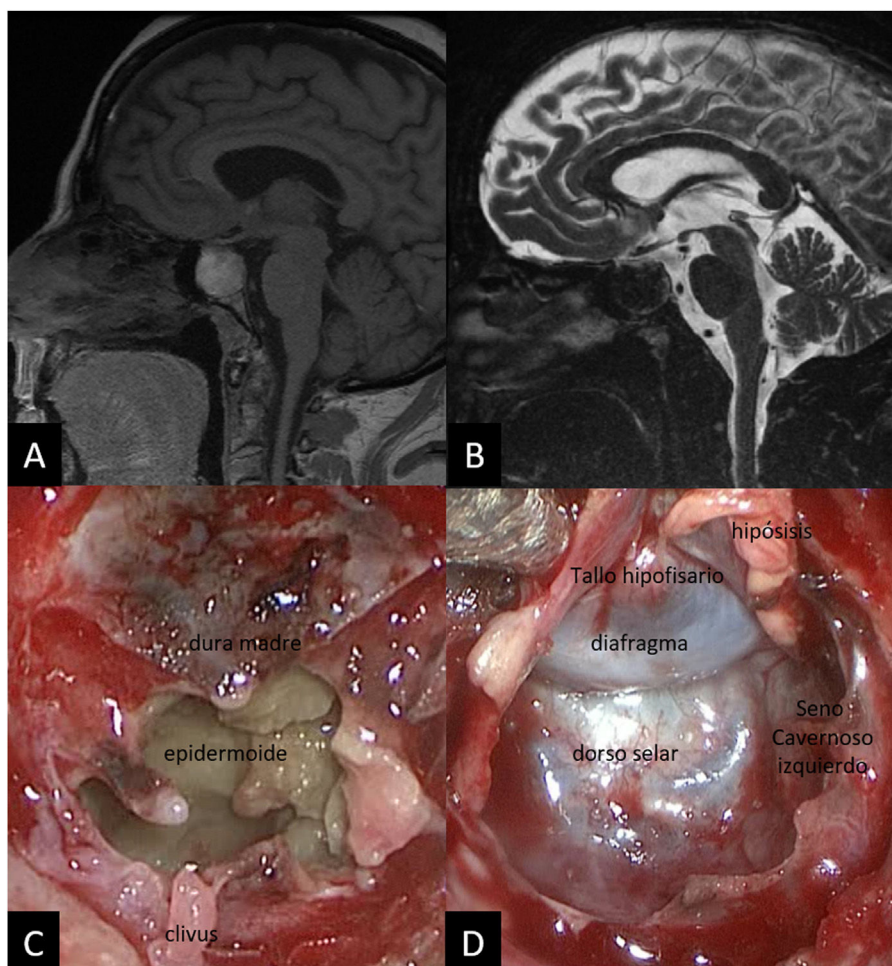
A) RM secuencia T1. Masa intraselar de 2 cm bien delimitada, con aspecto insuflante, heterogéneamente hiperintensa en T1, con captación nodular de gadolinio en secuencias dinámicas en el tercio anterosuperior de la lesión. B) RM secuencia T2. La lesión es hipointensa, no comprime la vía óptica y amplía la silla turca ocupando parte del seno esfenoidal. C) Imagen intraoperatoria donde se aprecia el aspecto escamoso del tumor, poco vascularizado y ligeramente amarillento debido al contenido de queratina. D) Imagen intraoperatoria tras la resección donde se observan el suelo y dorso selar, y la pared de ambos senos cavernosos ya libre de tumor. Superiormente se encuentra el diafragma íntegro y el remanente de hipófisis y tallo hipofisario comprimidos en la parte superior izquierda.
